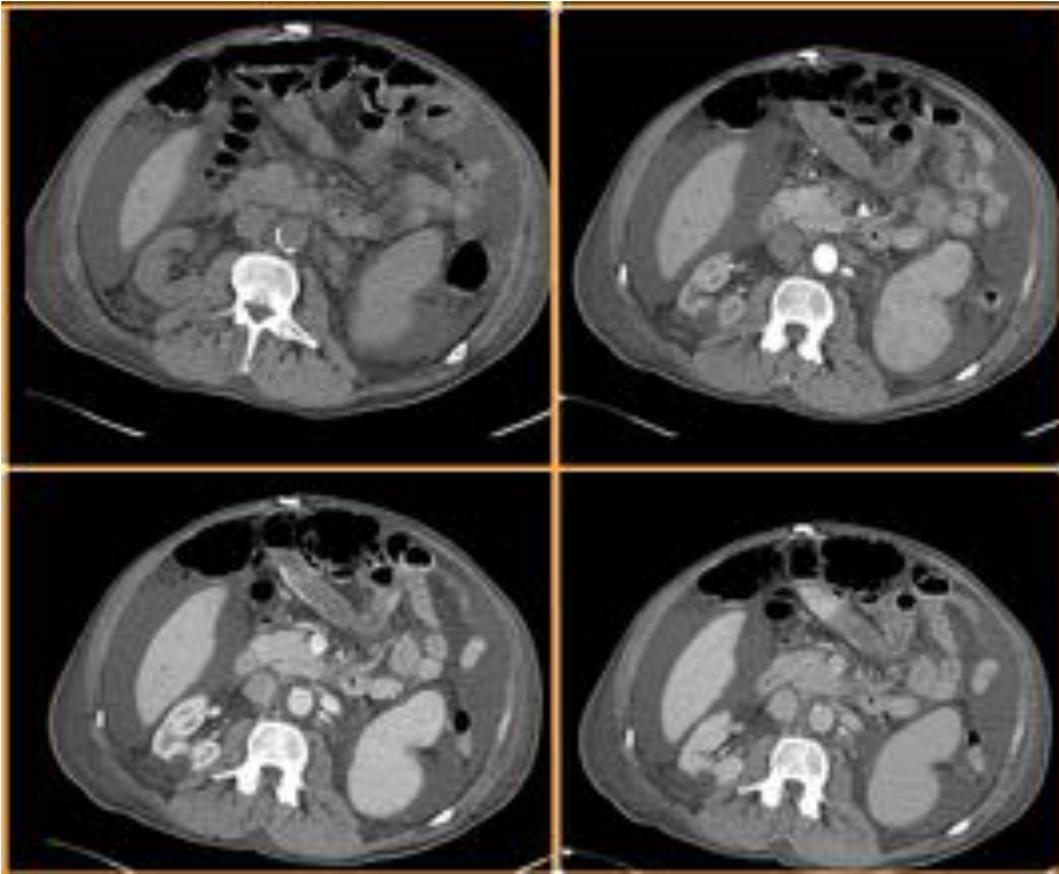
Hemorragia digestiva aguda en yeyuno, estudio cuadrifásico Se observa en el TC multifásico una progresiva extravasación de contraste hacia la luz del yeyuno en este paciente, lo que fue diagnóstico para una hemorragia digestiva aguda.
